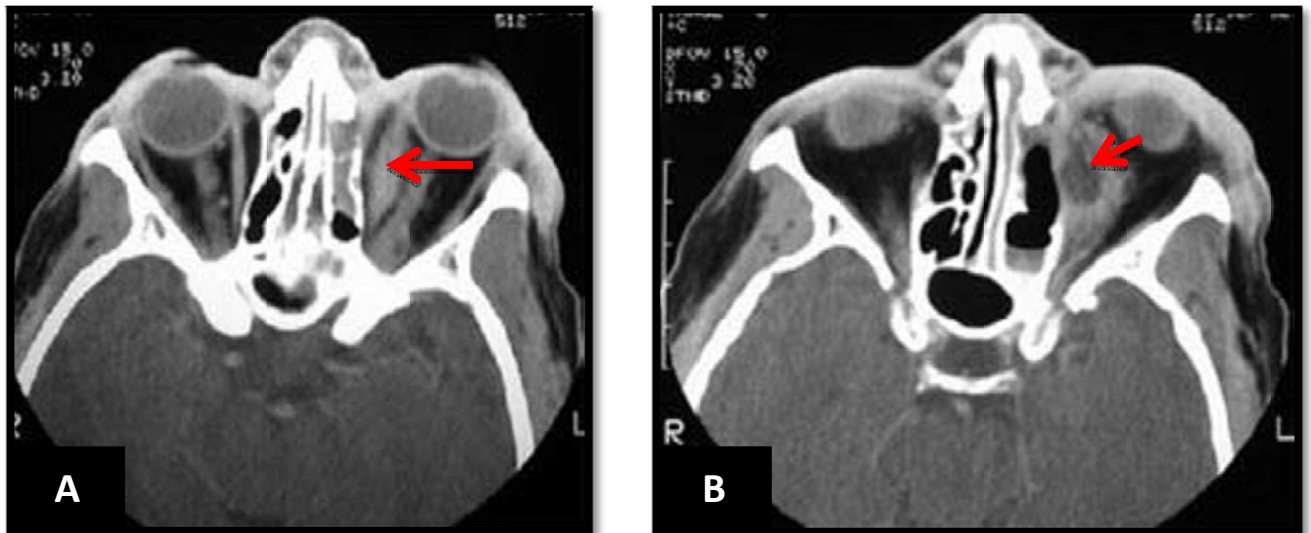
TDM orbitaire C+ coupes axiales d'un abcès sous-périosté de l'œil gauche secondaire à une ethmoïdite chez un enfant de 7 ans.
